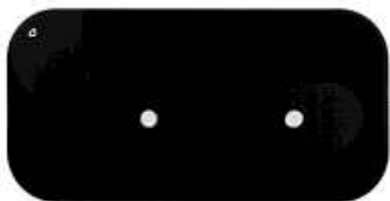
Röntgenaufnahme von Prüfkörper 66
